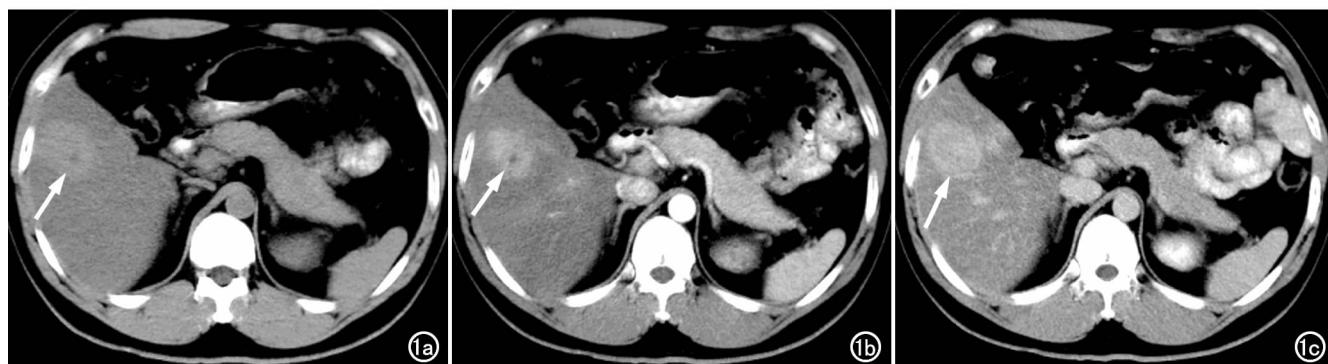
肝右叶炎性假瘤。a) CT 平扫示病灶与周围正常肝实质相比呈稍高密度,中间可见点状低密度灶(箭);b) 动态扫描示动脉期呈中度不规则强化(箭);c) 动态扫描示延迟期病灶强化程度加强,整个病灶呈较均匀强化(箭)。
